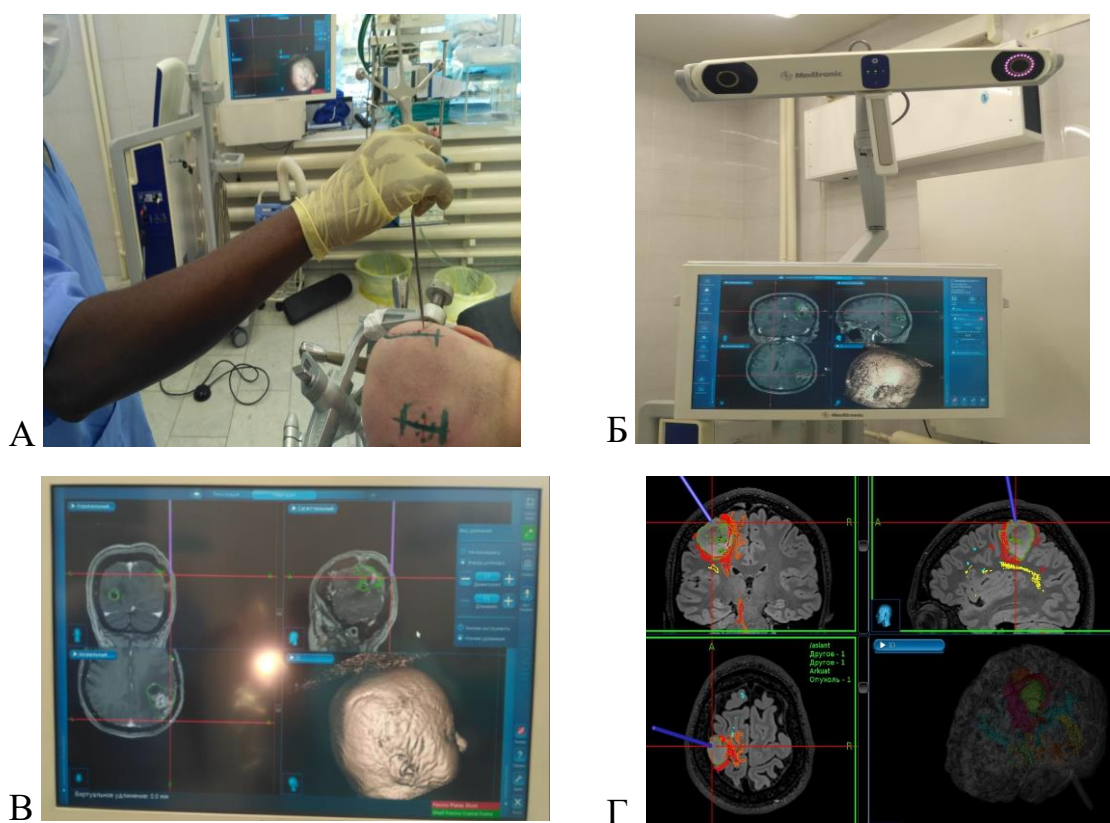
На рисунках А, Б, В, Г показаны этапы регистрации и контроля точности нейронавигации. На рисунке отражен внешний вид навигационной установки, определение точности навигирования и данные трактографии, внесенной в систему навигации (А) использование навигационного указателя на коже для определения местоположения и размера трепанации; (Б) изображение МРТ, показывающее опухоль на навигационном экране; (В) навигационный указатель, определяющий точное местоположение опухоли для плановой резекции; (Г) Трактография, показывающая взаимосвязь основных трактов по отношению к опухоли
